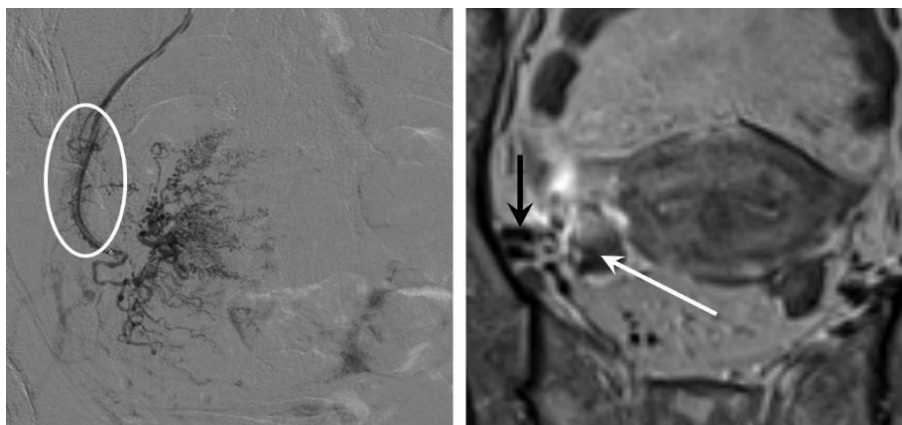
Та же пациентка. Ангиограмма маточной артерии демонстрирует маточно-яичниковые анастомозы (овал). МРТ через 21 день после ТЛЛНМ: нецелевая эмболизация яичника, который увеличен в размерах за счет отека
